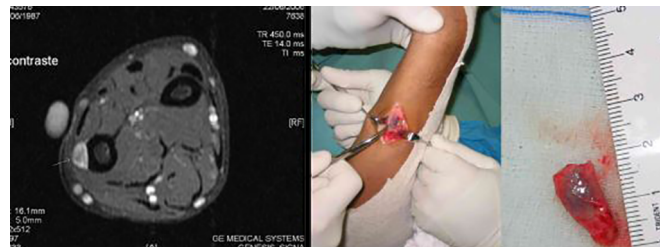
A. Exame RMN revelando lesão de partes moles, localizando-se na superfície pótero-medial do segmento médio distal da ulna, promovendo erosão cortical, com realce intenso pelo contraste, localizado entre a superfície ventral dos tendões flexores profundos dos dedos e feixe neurovascular ulnar; B. Transoperatório com incisão longitudinal no antebraço e identificação de tumor vascular junto da ulna; C. Exame macroscópico evidenciando nódulo que estava localizado junto ao feixe vasculonervoso ulnar e ulna, medindo 1,7x0,9cm, cujo exame histopatológico revelou tumor glômico.
